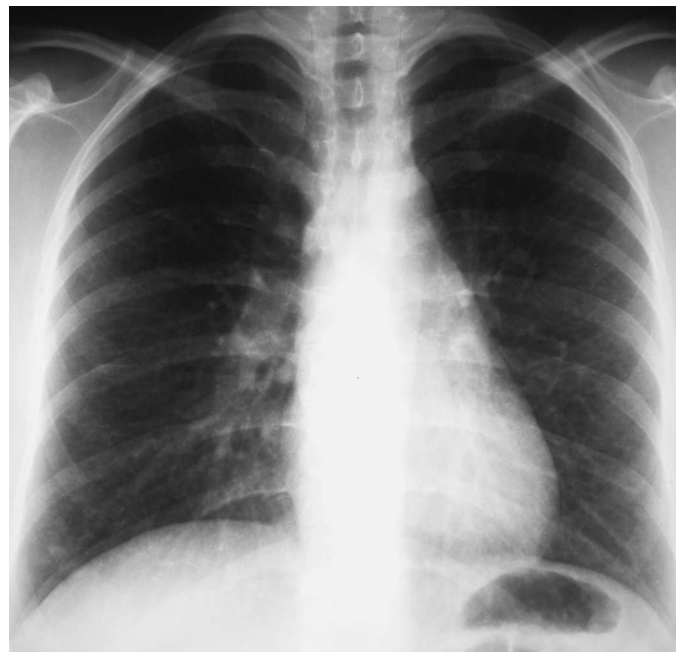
Röntgen-Thorax pa: Feinretikuläre, teils milchglasartige Trübung der Lunge mit Betonung der Mittel- und Unterfelder.
